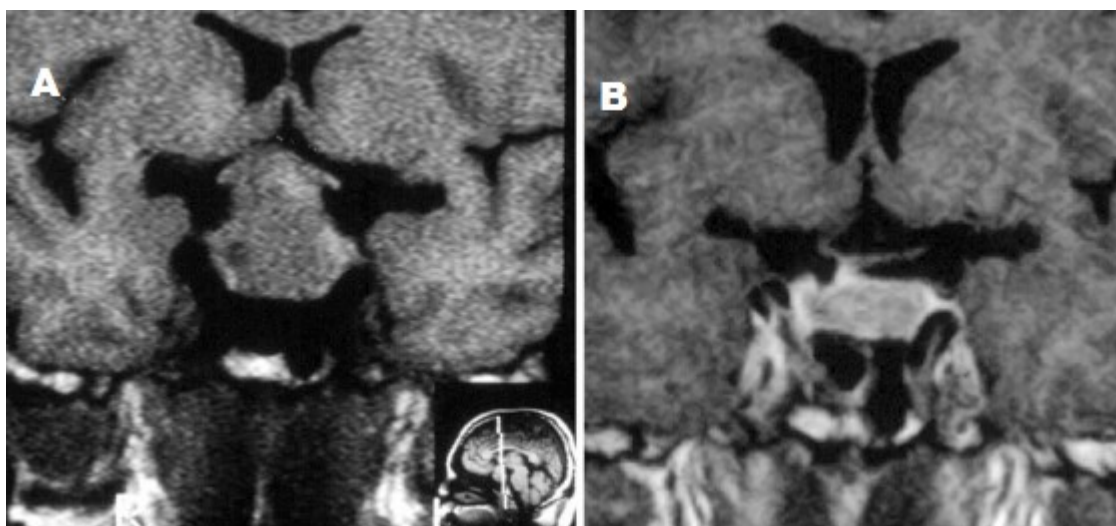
Ressonância magnética da hipófise do paciente número 8 Antes do início do tratamento (A) e 6 meses após o início da cabergolina 2 mg / semana (B). Diminuição significativa do tumor cujo volume inicial era de 11,25 cm³ (3,0 x 3,0 x 2,5 cm) e que após tratamento ficou de 5,525 cm³ (2,6 x 2,5 x 1,7 cm).
